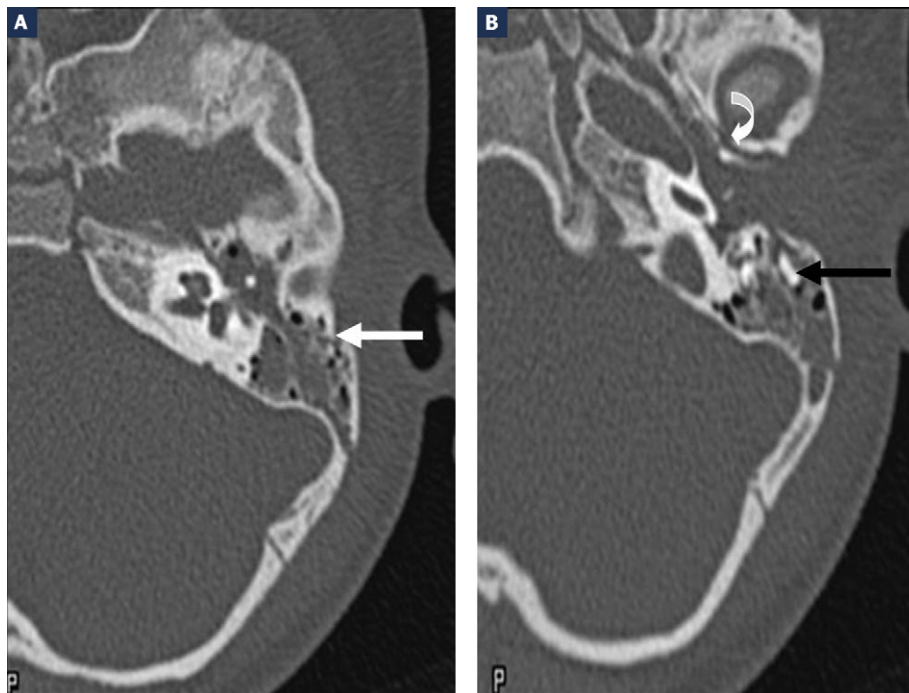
Coupes TDM axiales : fracture longitudinale extralabyrinthique gauche passant par l'écaïlle horizontale rétroméatique (flèche blanche), comblement hypodense de la caisse du tympan, dislocation ossiculaire avec migration d'un fragment dans les cellules mastoïdiennes (flèche noire). À noter une irradiation vers l'os tympanal (flèche courbe).
